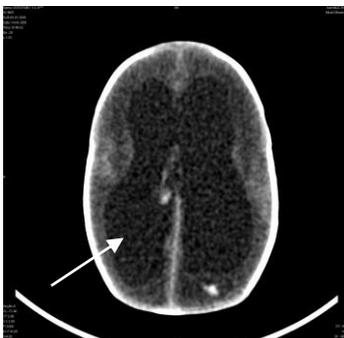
КТ головного мозга у ребенка с несообщающейся формой гидроцефалии: выраженное расширение передних и задних рогов боковых желудочков (стрелка).
